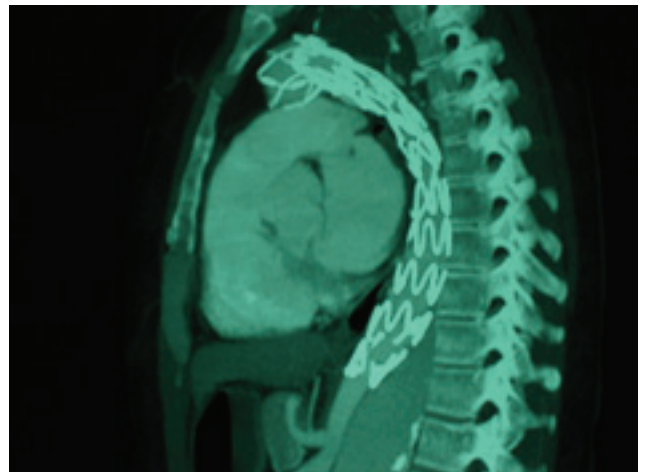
Tomografía axial computada de tórax que muestra las dos endoprótesis colocadas en serie. Se aprecia la falsa luz trombosada.
